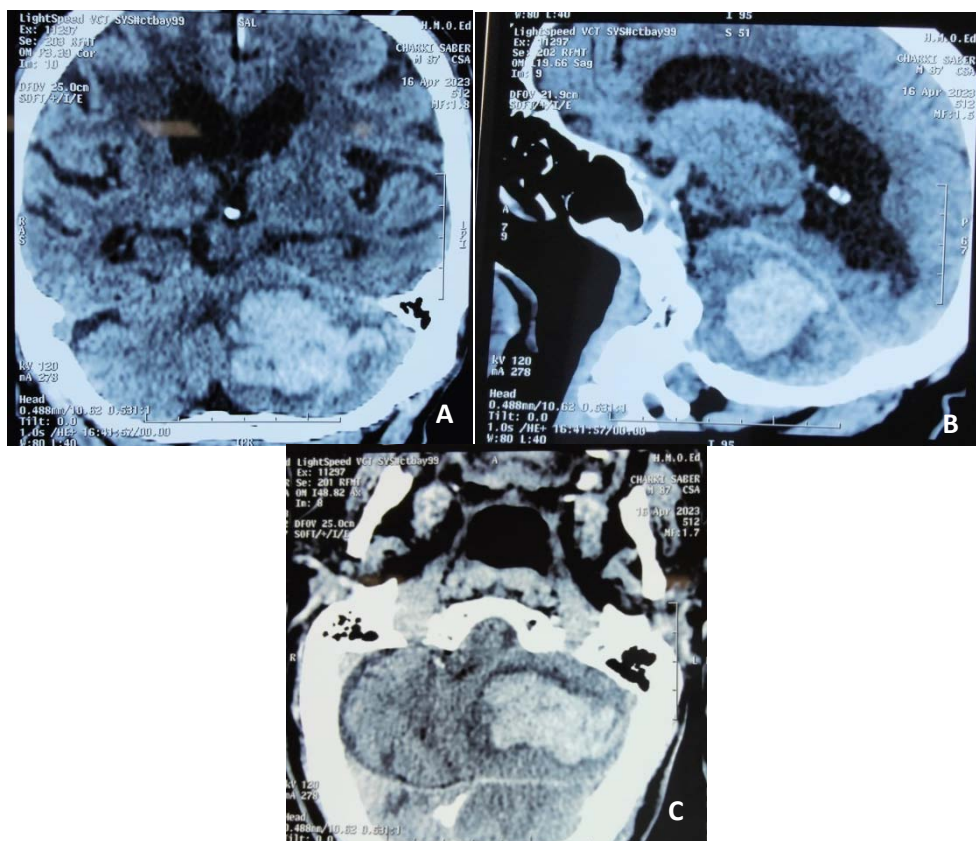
TDM cérébrale en fenêtre parenchymateuse montrant l'hématome intraparenchymateux cérébelleux gauche (iconographie du service).
